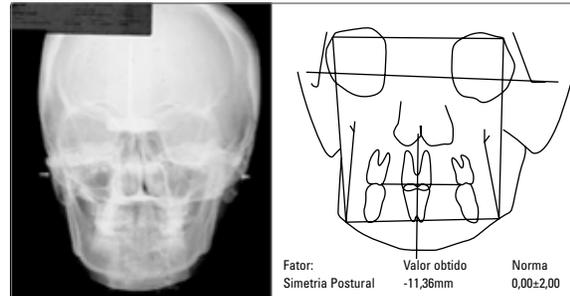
Radiografia em norma posteroanterior e traçado cefalométrico da paciente do sexo feminino.
